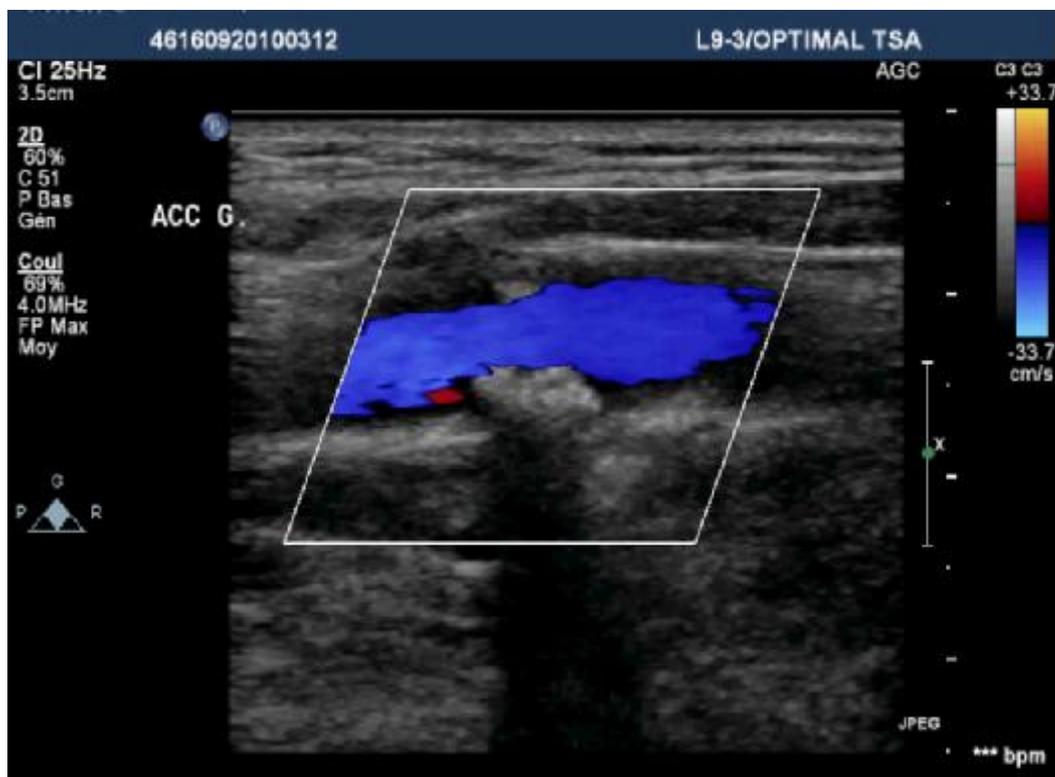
Une plaque de la carotide primitive gauche analysée en mode Doppler couleur.
